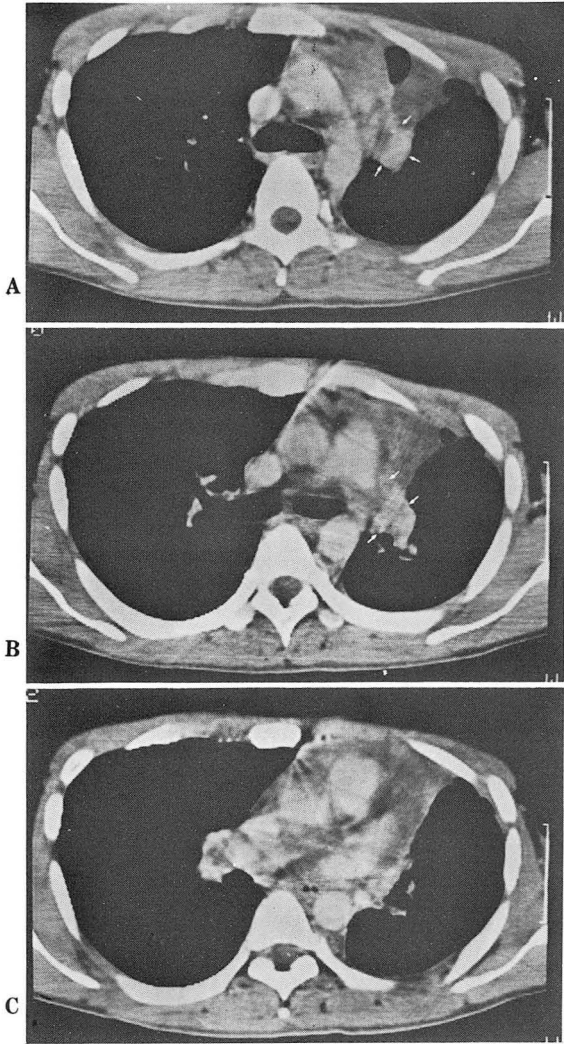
Contrast enhanced CT scan.
